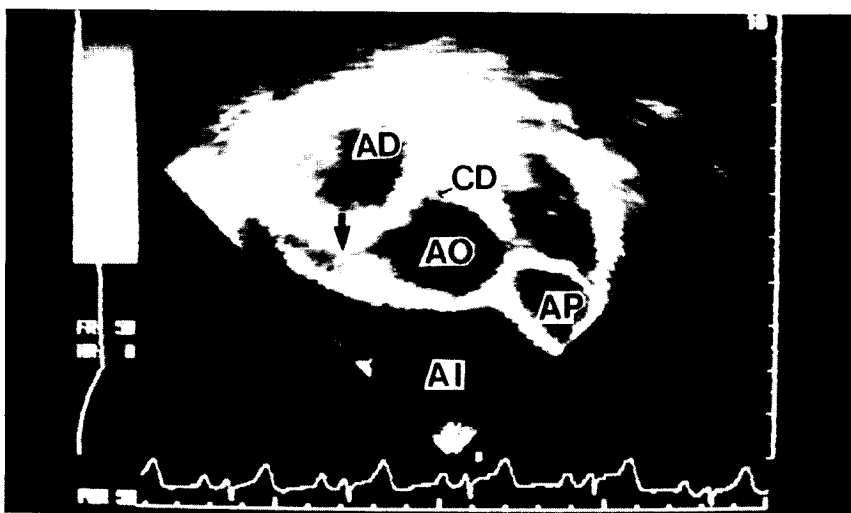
Ecocardiograma transesofágico. Se visualiza el nacimiento de la coronaria derecha (CD) desde la aorta (AO). La flecha señala una imagen compatible con el origen de la coronaria izquierda. AI = aurícula izquierda. AP = arteria pulmonar.
